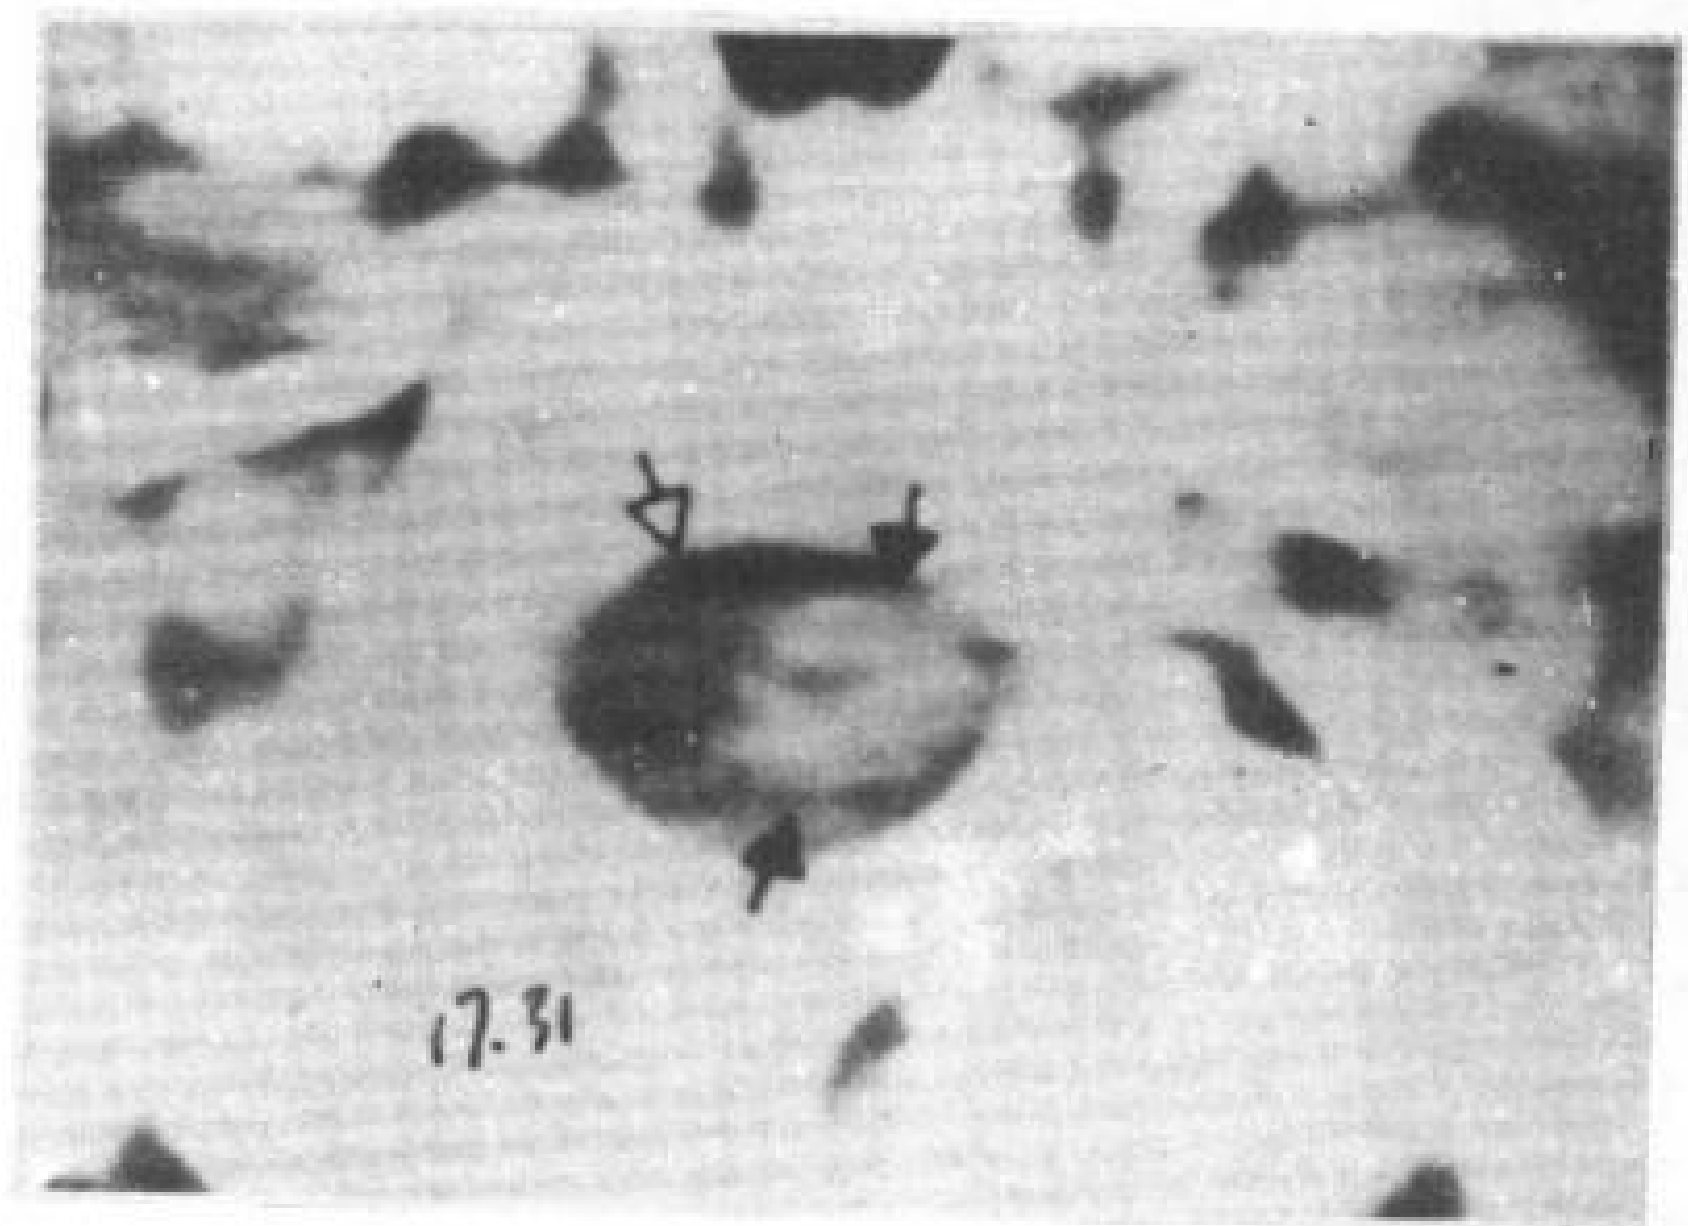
C<sub>7</sub>—T<sub>1</sub> 神经管原肠囊肿。5 岁男孩。高滤过 CT 图象看到 C<sub>7</sub>—T<sub>1</sub> 椎管前部及侧沟内有一囊肿（空箭头）。脊髓（实箭头）被压并向后侧方移位。
